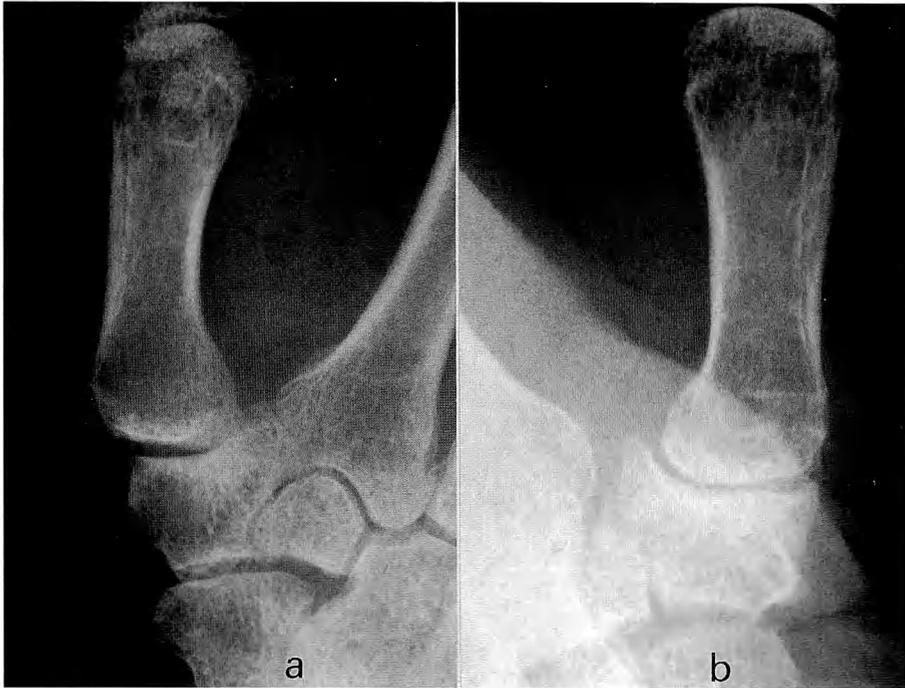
Unsatisfactory case 2: Radiographic findings progressed stage II to III in 14 months.
